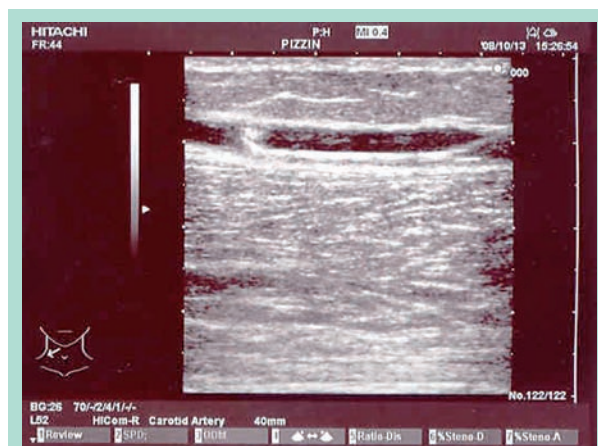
Aspect échographique de l'aiguille-canule avec le guide métallique.
